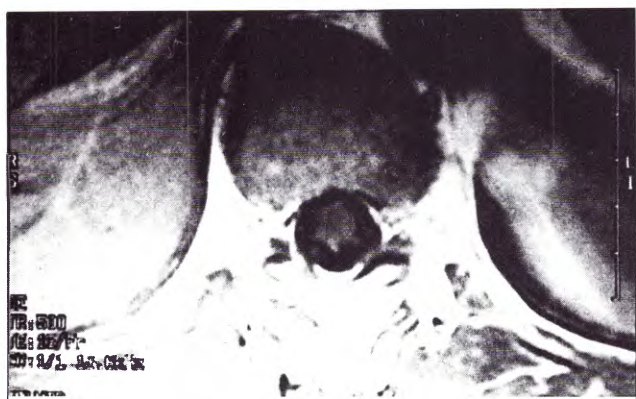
IRM pretratamiento: corte axial correspondiente a la fistula D8 izquierda que muestra el sufrimiento isquémico centromedular por hipertensión venosa.
